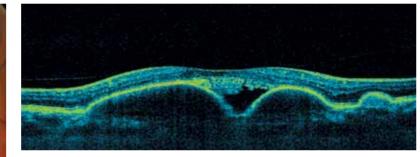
Оптическая когерентная томография макулы той же пациентки со смешанной неоваскулярной мембраной.
